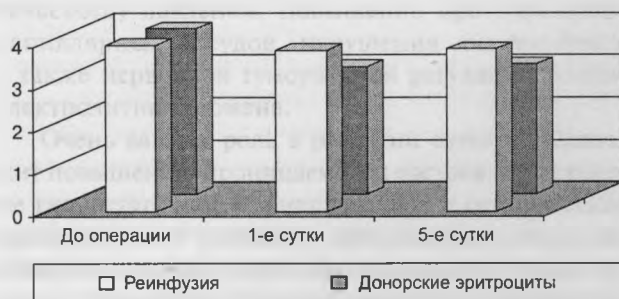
Динамика содержания эритроцитов у женщин после реинфузии аутоэритроцитов и трансфузии донорских эритроцитов ( $\times 10^{12}/л$ )
